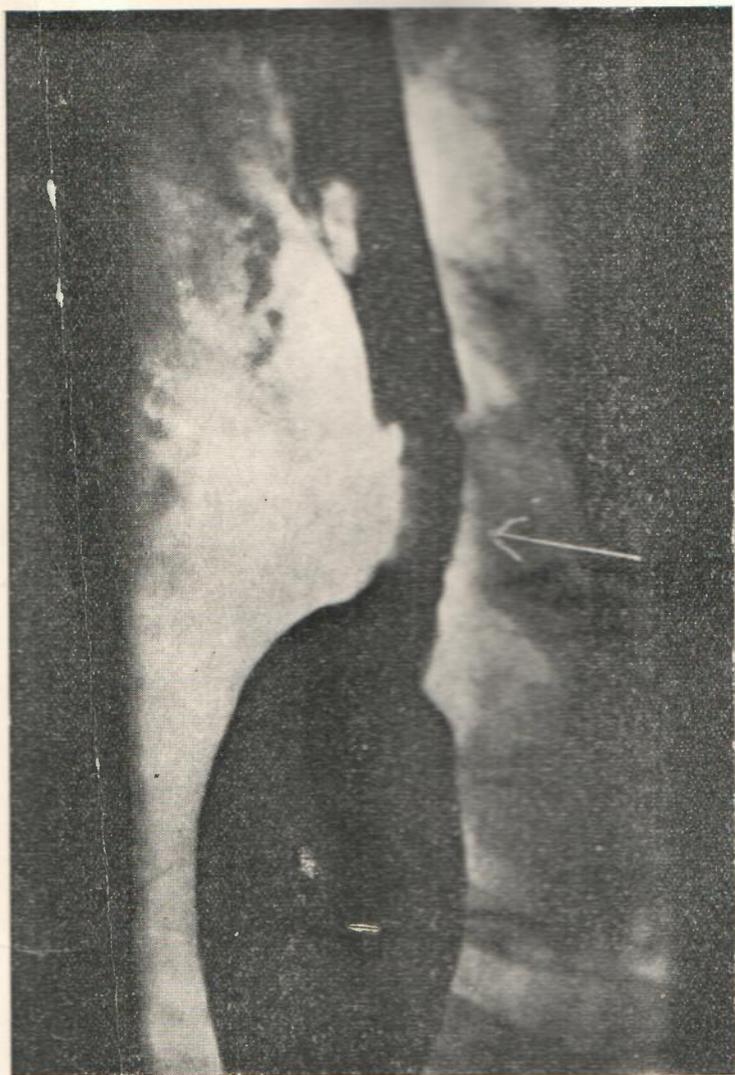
\*. Radiografía de control 25 días después, con tránsito libre pero irregular debido a una fístula en la neo boca.
